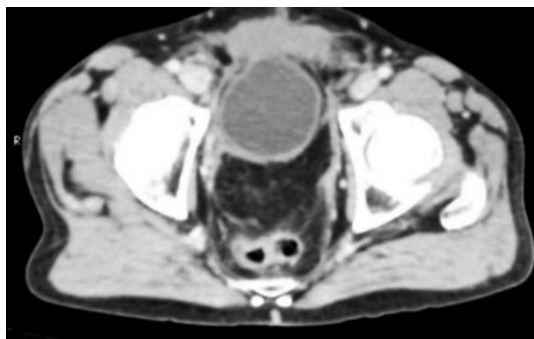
TAC abdominal (30 Mai 2006): massa de 4 cm, postero-lateral à bexiga, logo acima da próstata
